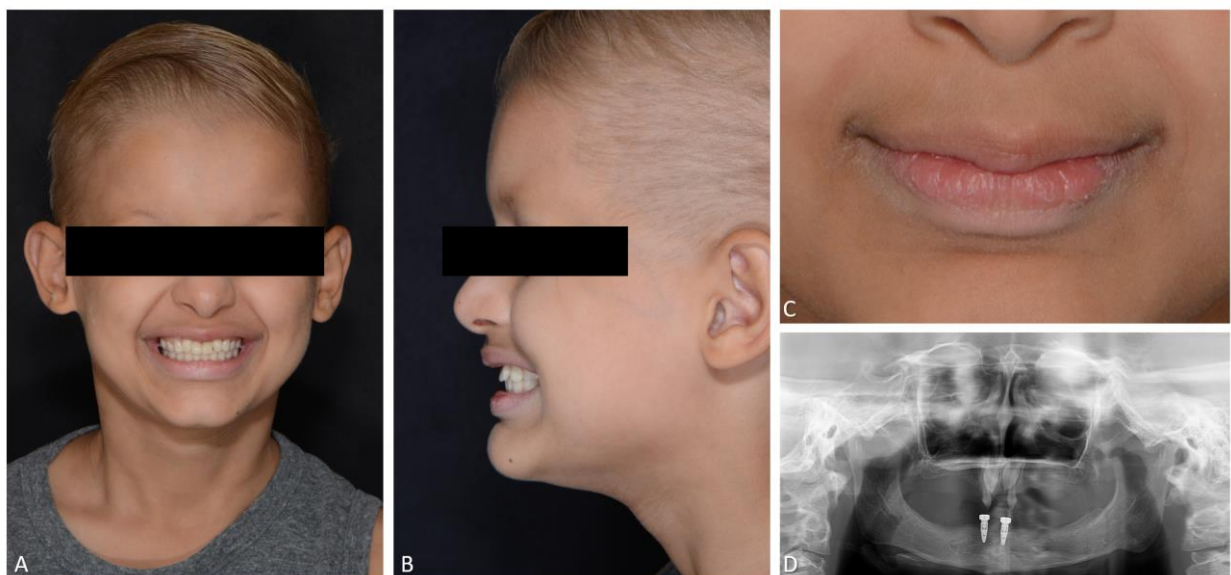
Reabilitação protética. A-C. Aspecto facial do paciente com as próteses. D. Radiografia panorâmica mostrando os dois implantes instalados.
